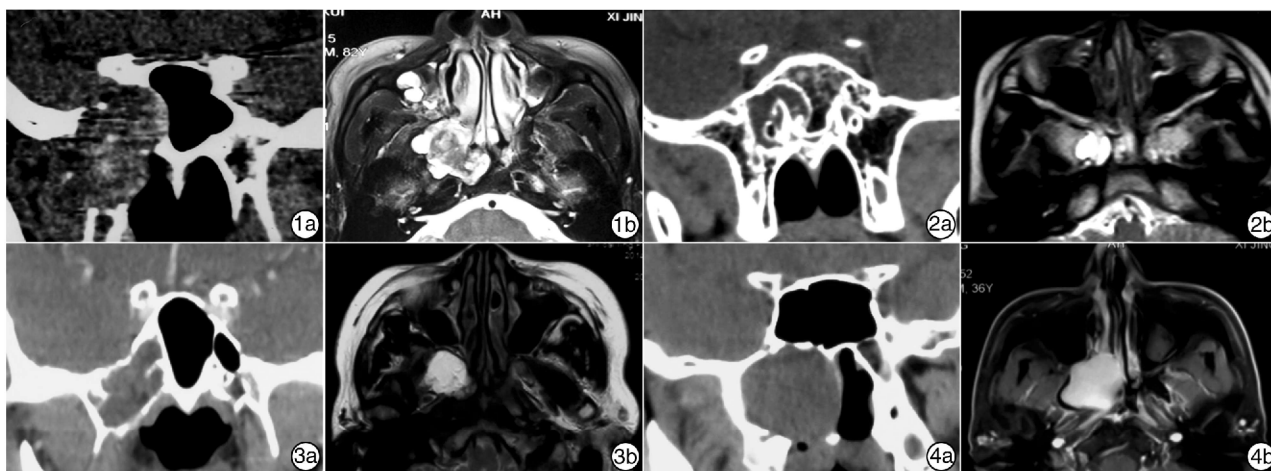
表皮样囊肿 1a:鼻窦冠状位 CT,右侧蝶窦外侧壁、中颅窝底骨质受压明显;1b: MRI 轴位显示软组织肿块边界清楚;图 2 梭形细胞脂肪瘤 2b: MRI T2 像均一的高信号影; 图 3 炎性假瘤; 图 4 囊肿 肿块向鼻咽方向膨胀生长,堵塞部分后鼻孔。
